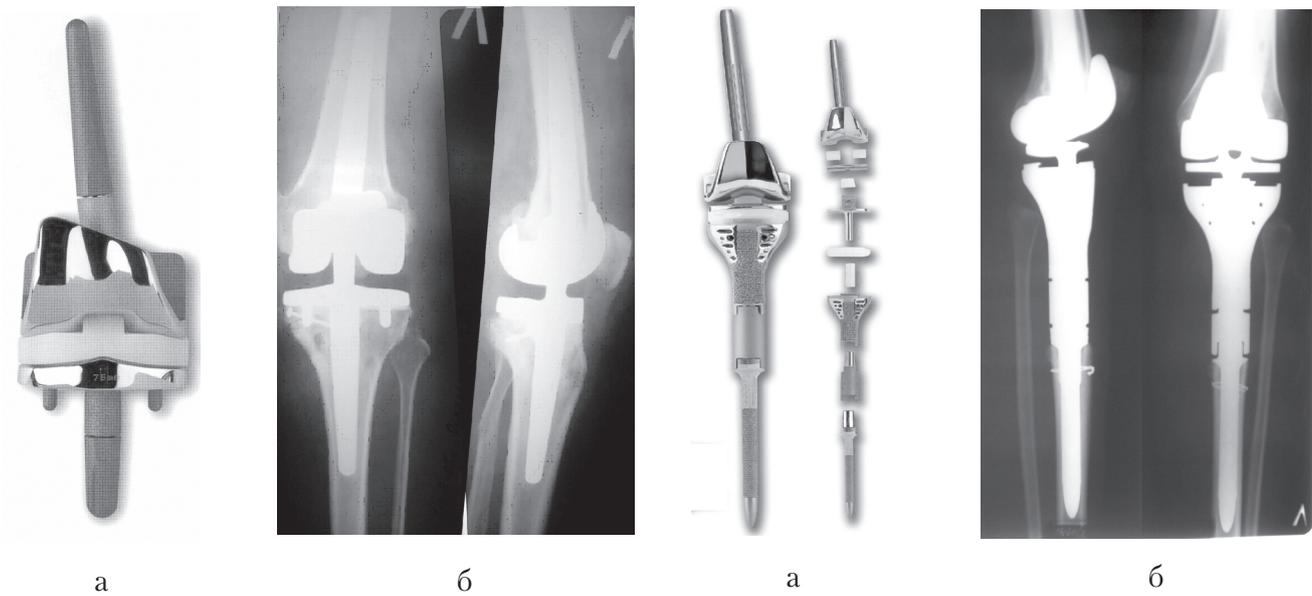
Шарнирный эндопротез Dual Articular Knee (Biomet): а – внешний вид эндопротеза; б – рентгенограммы коленного сустава после установки эндопротеза.
